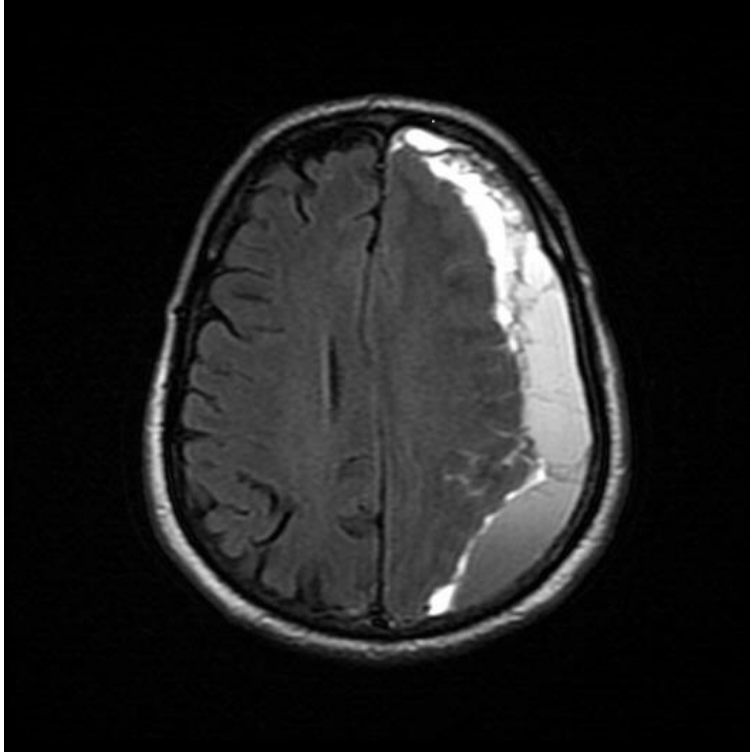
Burr hole drenaj yöntemi uygulanan bir olgunun postoperatif geç dönem (2. ay) T1A aksiyel MRG kesit görüntüsü.
